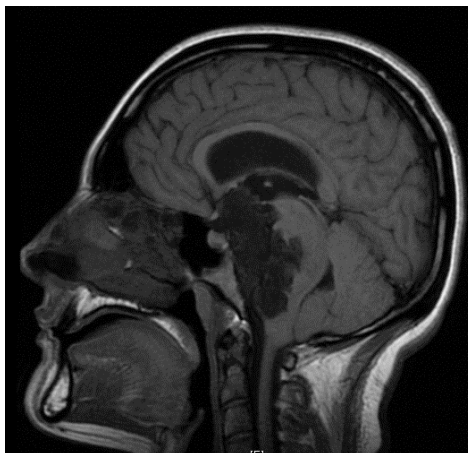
RMN craneal de uno de los pacientes incluidos en nuestro estudio. Quiste epidermoide que distorsiona todas las regiones del TE en su cara dorsal.
